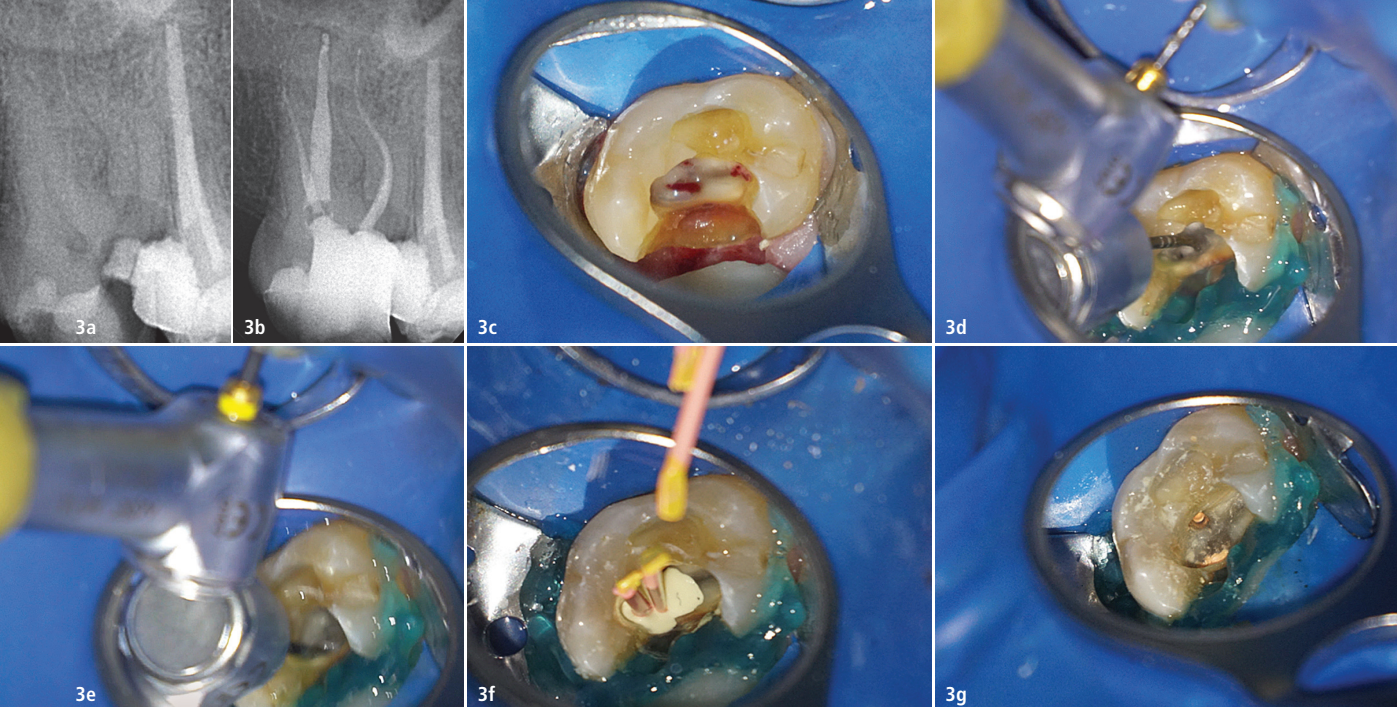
S-förmige mesiobukale Wurzel im zweiten OK-Molar, a) präoperatives Röntgenbild, b) postoperatives Röntgenbild, c) Zugang, d) HyFlex™ EDM 15/.03 vor Aktivierung, e) 20/.05-Feile vor Aktivierung, f) Einsatz Guttaperchastift der Größe 20/.05, g) klinische Situation am Boden der Pulpakammer nach Obturation.
